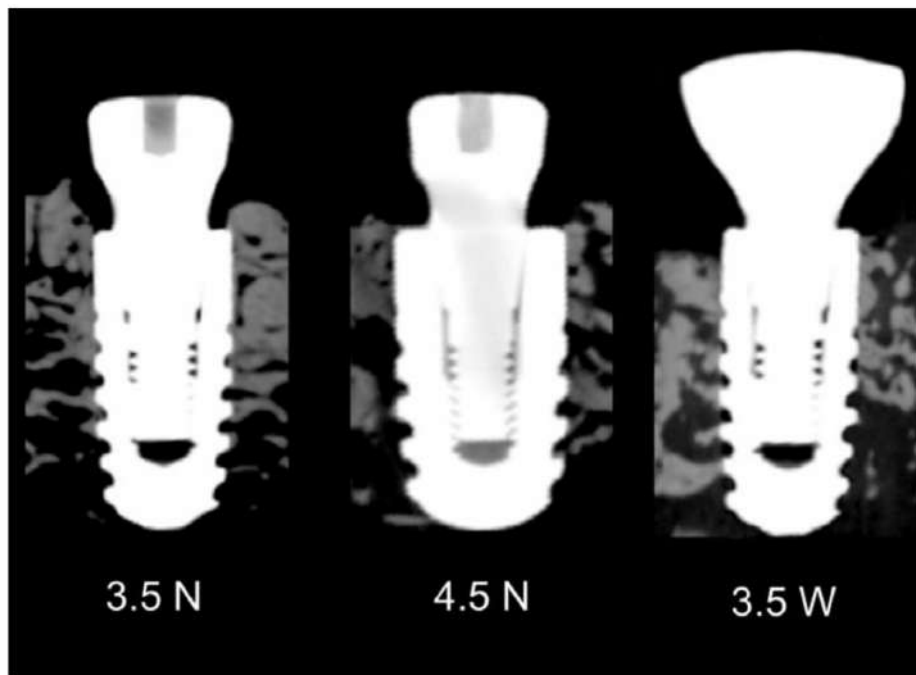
Mesio-distal section from computed microtomography representing implants of each group: 3.5N, 3.5W, 4.5N. 3.5N, 3.5-mm-diameter implant, 8-mm-length, narrow healing abutment; 3.5W, 3.5-mm-diameter implant, 8-mm-length, wide healing abutment; 4.5N, 4.5-mm-diameter implant, 8-mm-length, narrow healing abutment.
